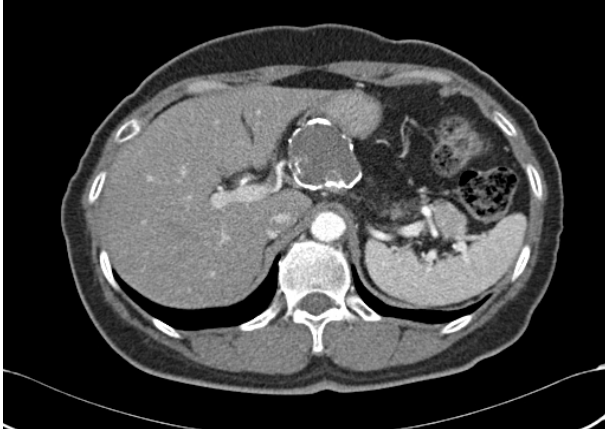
Calcified pseudocyst. Contrast enhanced CT shows a large cystic mass that has dense curvilinear calcification in the peripheral wall. These findings are suggestive of calcified pseudocyst.
